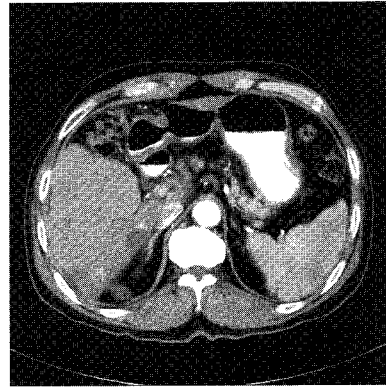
A. Spiral CT scan on hepatic arterial phase before RF ablation shows a well enhancing mass(arrow) in segment6
